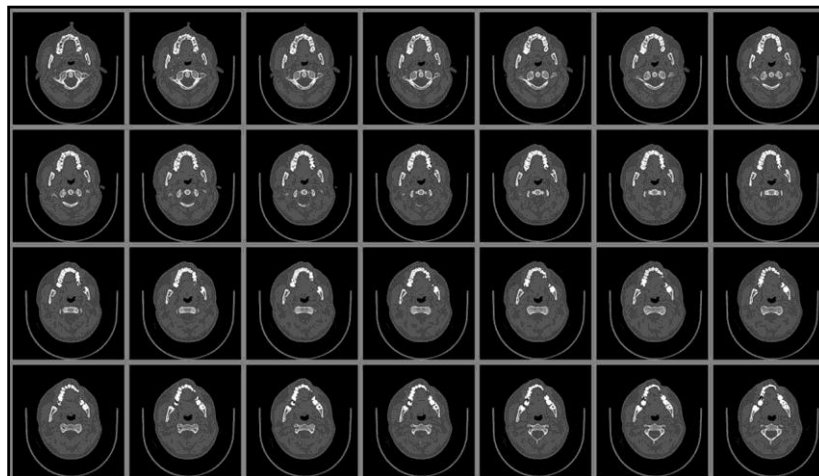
Imágenes de TAC de un paciente en formato DICOM 3.0.
